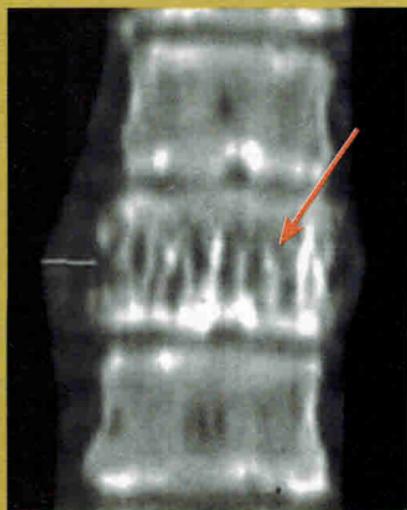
Гемангиома тела TH9 позвонка. Рентгенография
